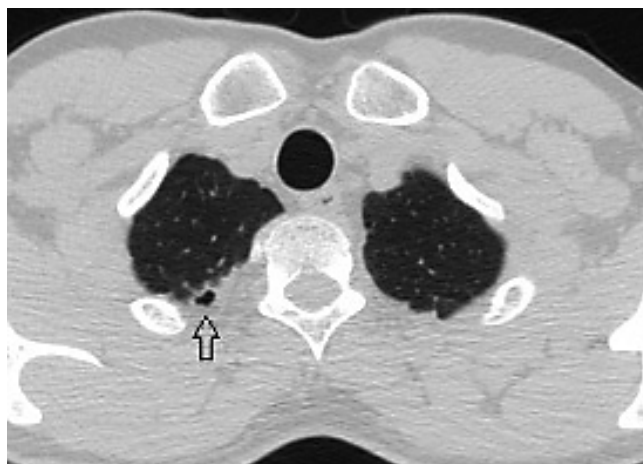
Компьютерная томограмма легких водолаза Г. (2015 г.). На уровне головок ключиц участок ограниченного пневмоторакса с небольшим коллабированием правого легкого (стрелка)
